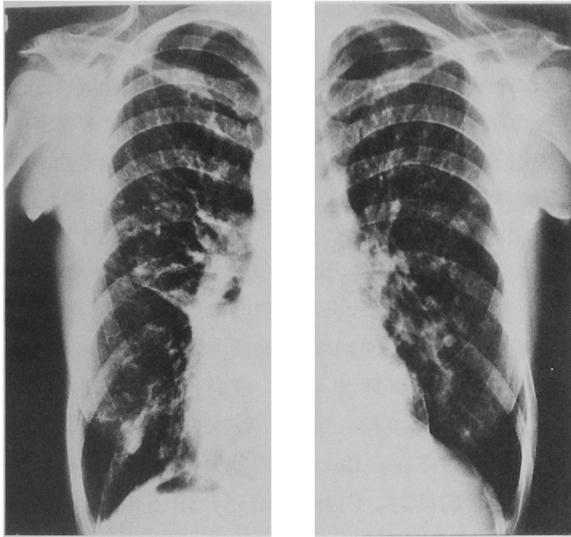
Chest X-ray on admission revealed situs inversus totalis and bilateral bronchiectasis.
